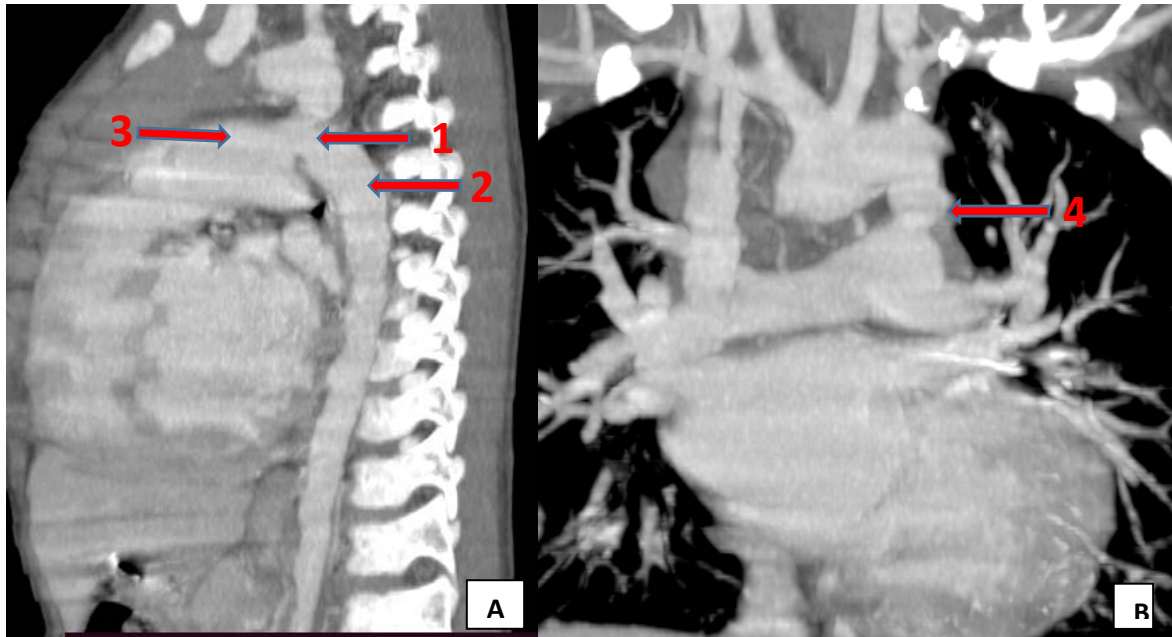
TDM thoracique, en coupe sagittale pour l'image A, en coupe frontale pour l'image B :Coarctation isthmique pré ductale (Service de radiologie CHU Mohamed VI Marrakech).
